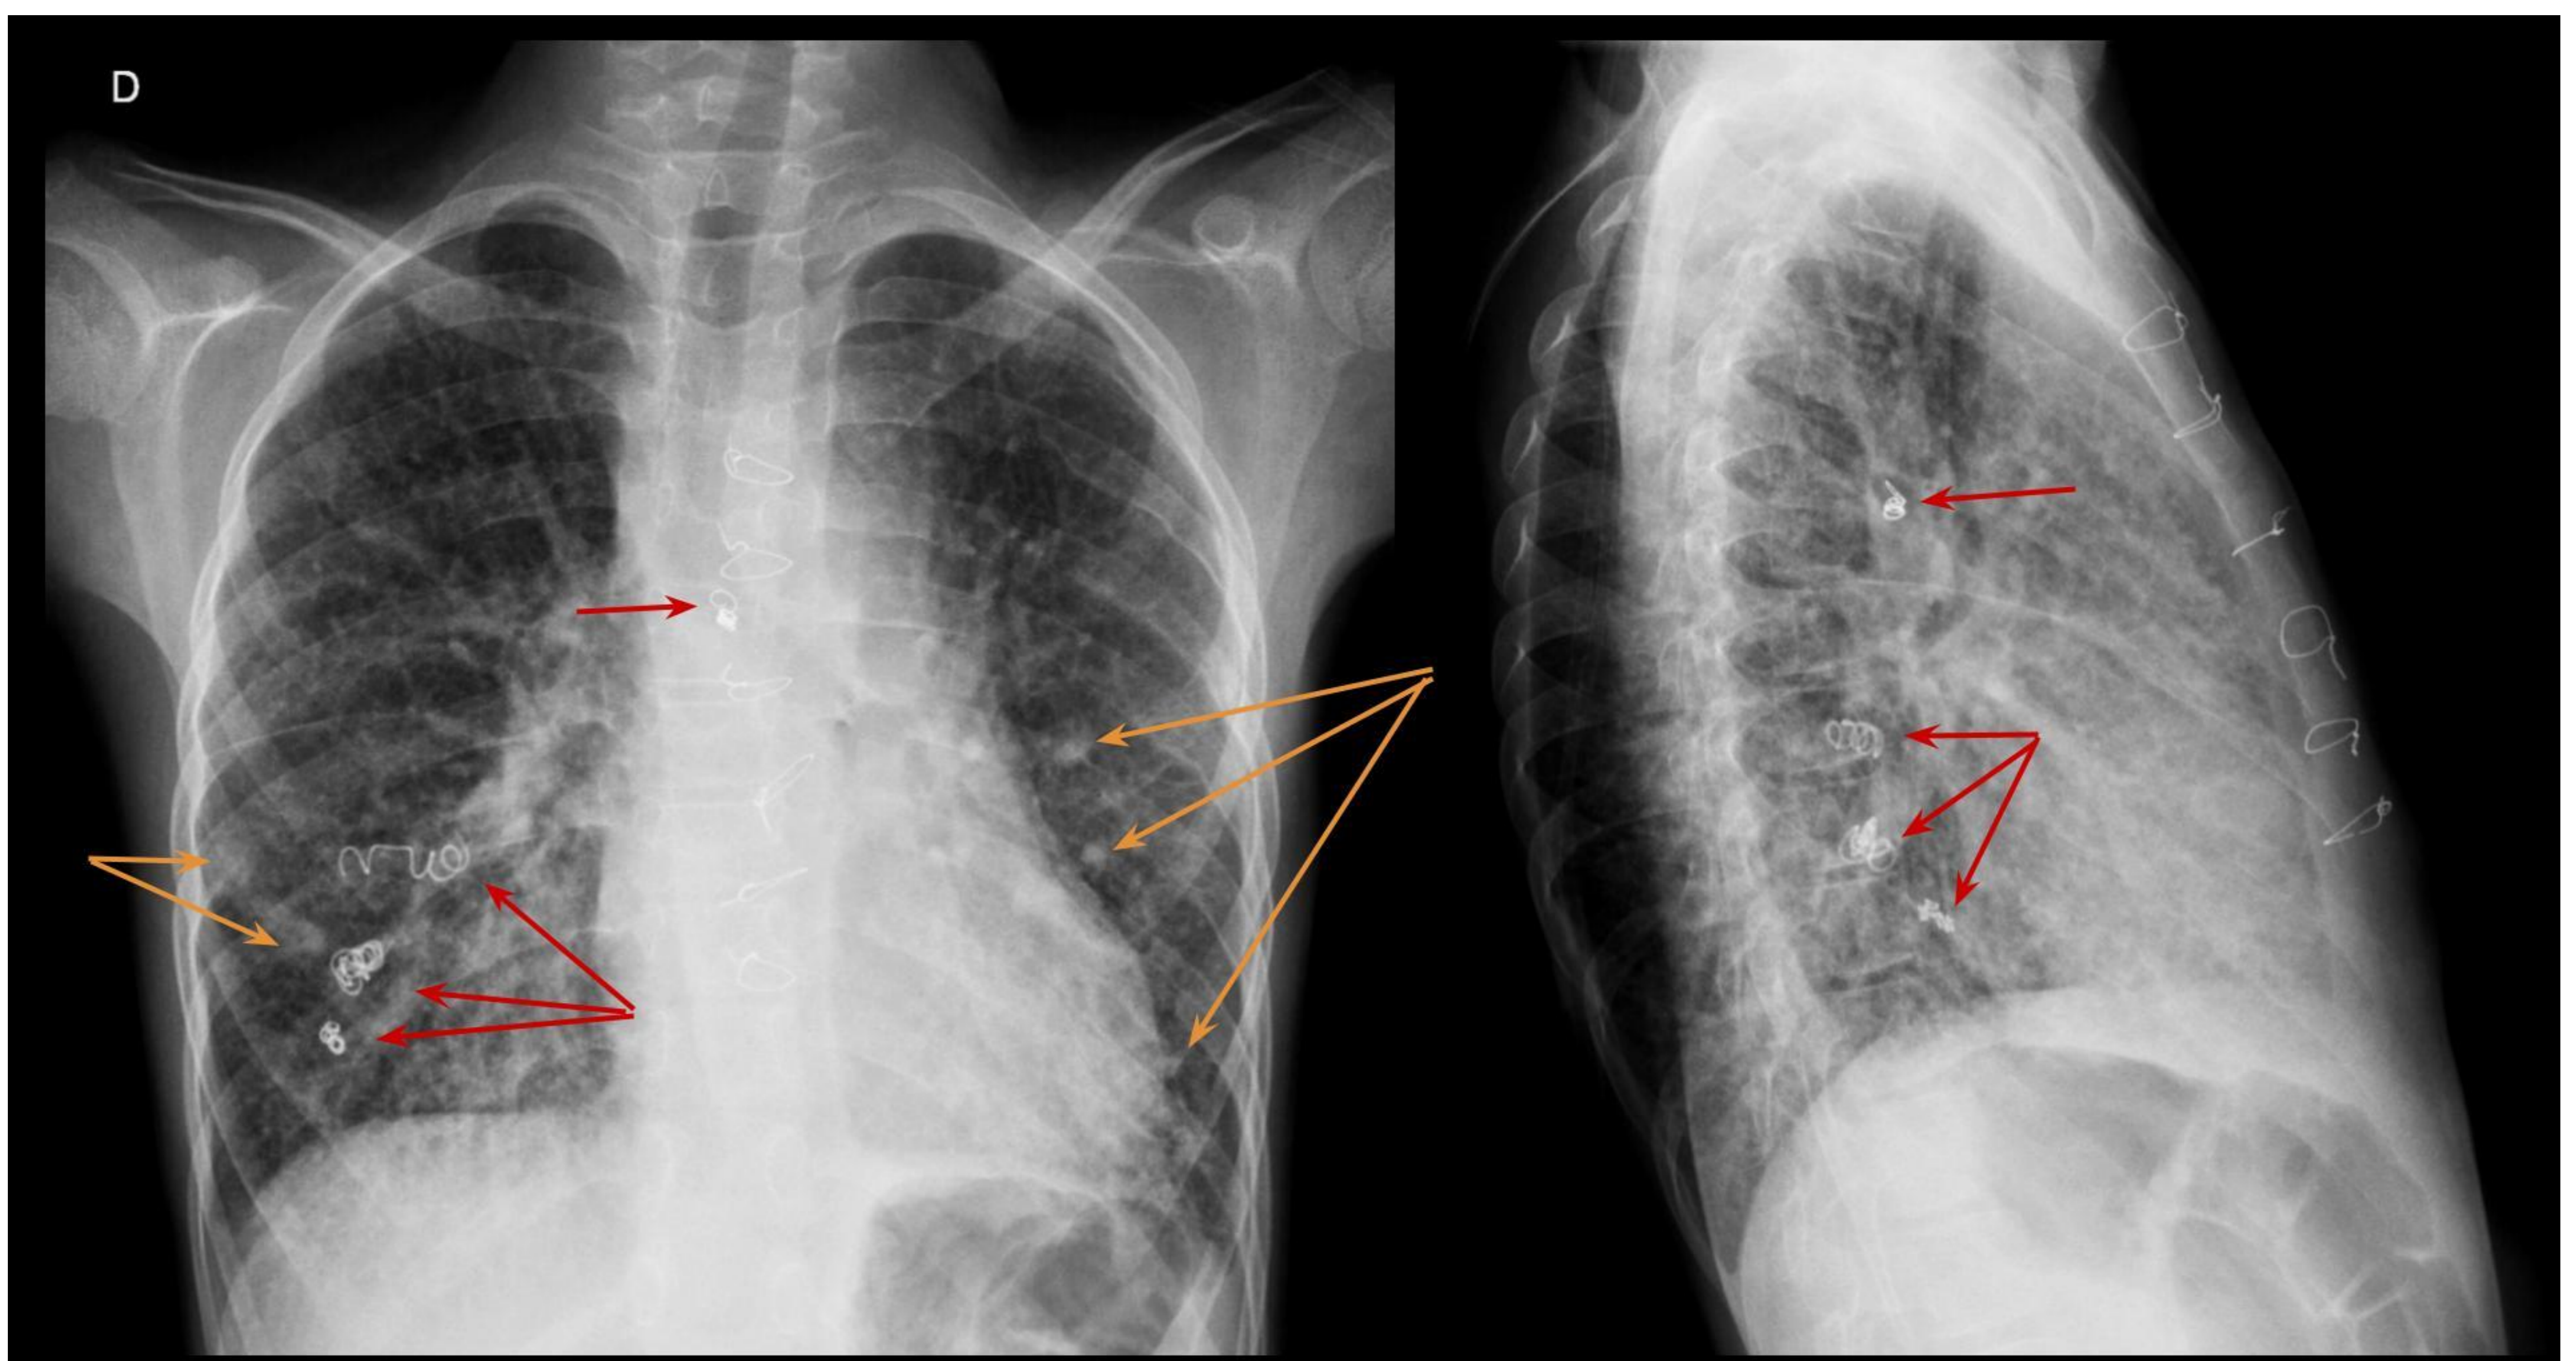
Radiografía convencional de Tórax (PA y LAT). Se aprecia disminución del volumen pulmonar izquierdo en relación al antecedente quirúrgico y presencia de coils (flechas rojas) en territorios de arteria bronquial izquierda y ramas segmentarias de la arteria pulmonar en LID. Se observan múltiples nódulos pulmonares bilaterales, en su mayoría de pequeño tamaño (flechas amarillas) compatibles con MAV's pulmonares conocidas.
